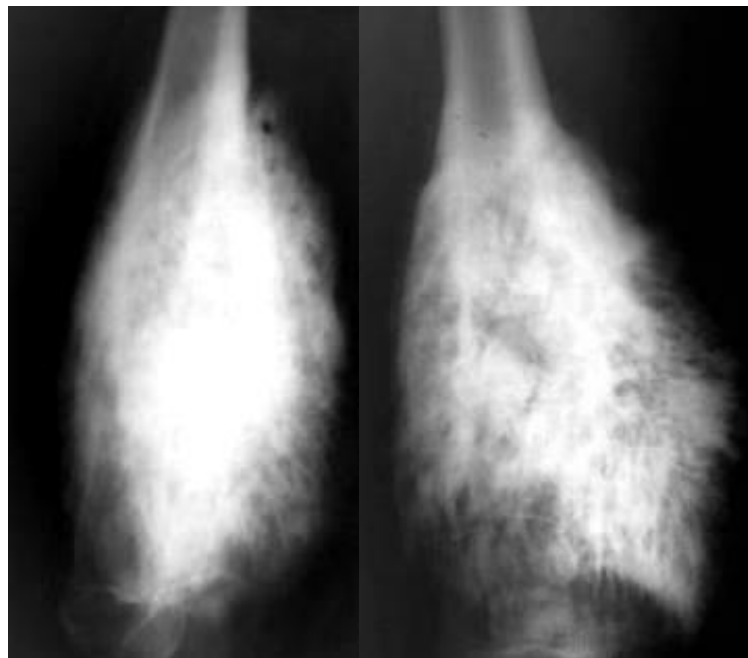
Рентгенограми стегна в прямій і бічній проекціях. Періостальна склеротична ОС – визначається різке муфто подібне стовщення дистального метадіяфізу стегнової кістки за рахунок бурхливої реакції окістя у вигляді хаотичного пухлинного кістковоутворення, що місцями нагадує грубі спікули.
